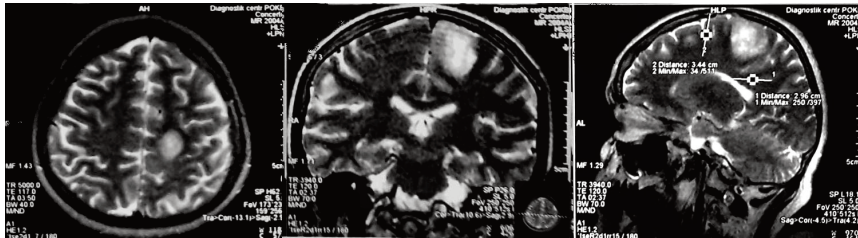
Данные МРТ. Глиома в проекции прецентральной извилины слева
